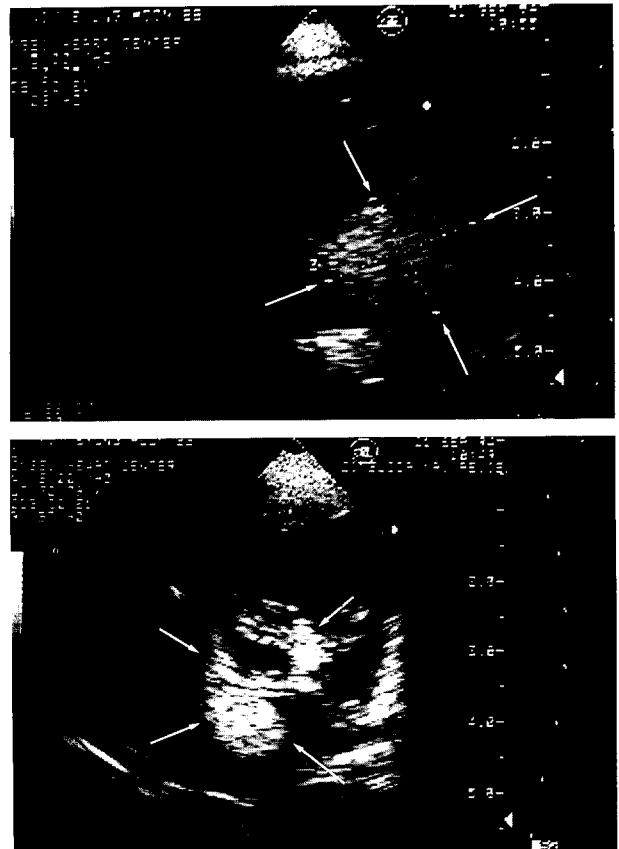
Preoperative Echocardiogram demonstrating the homogenous mass located in the interatrial septum and anterior leaflet of mitral valve.
